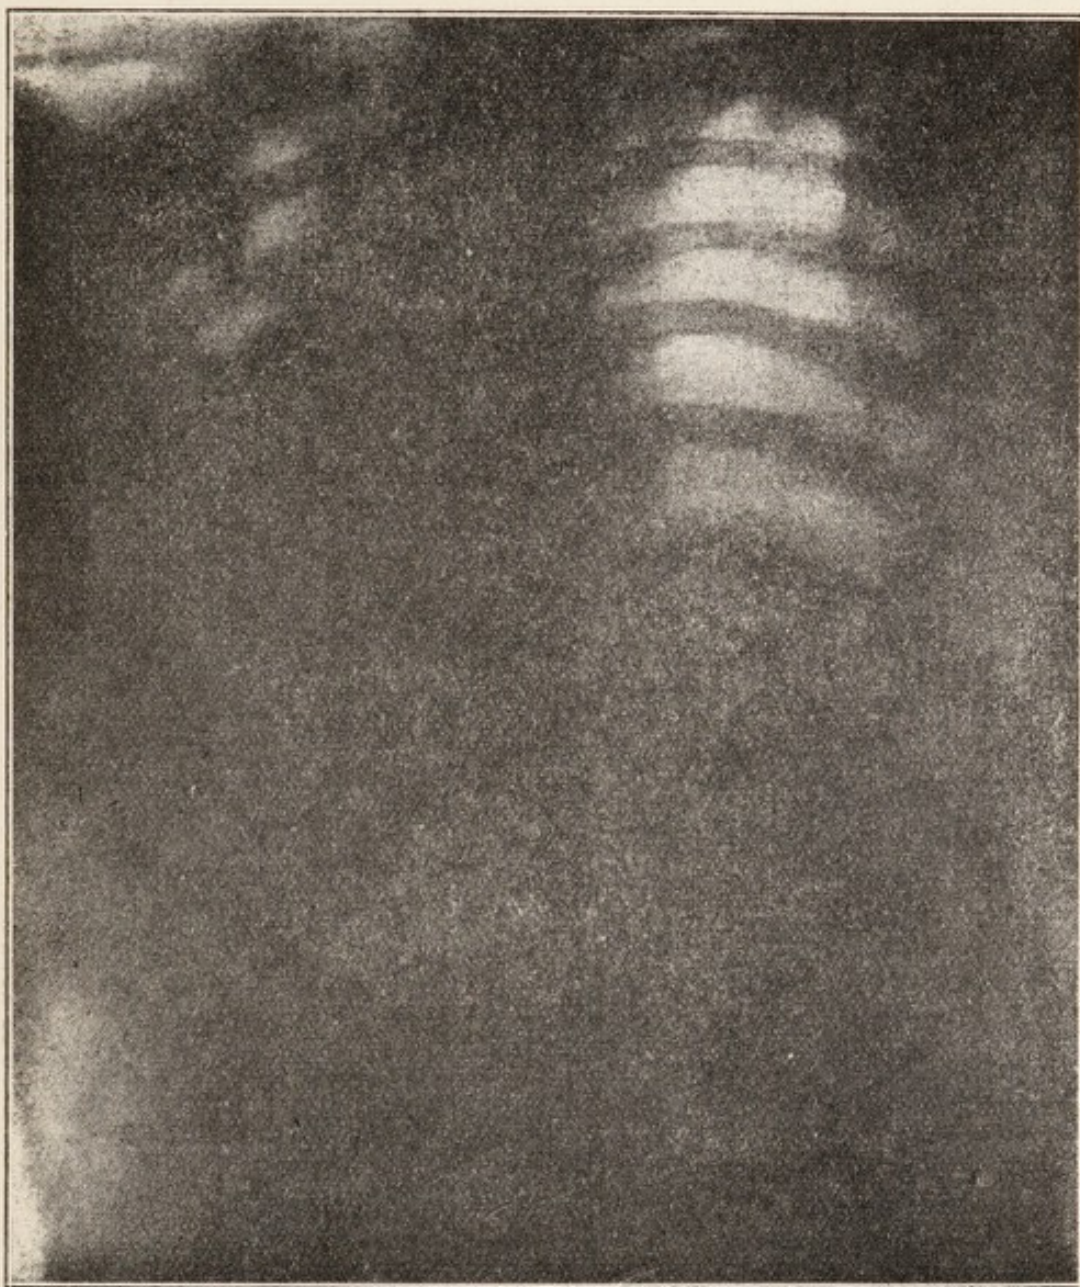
Caso 4. - Radiografia dorsale.
